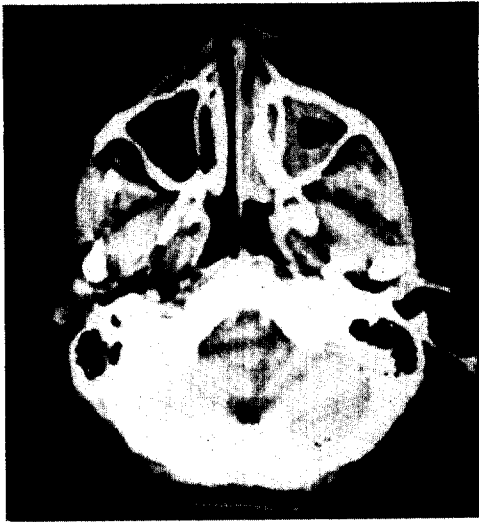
CT finding on day 37 of chemotherapy showing opacification of left nasal cavity and maxillary sinus.
